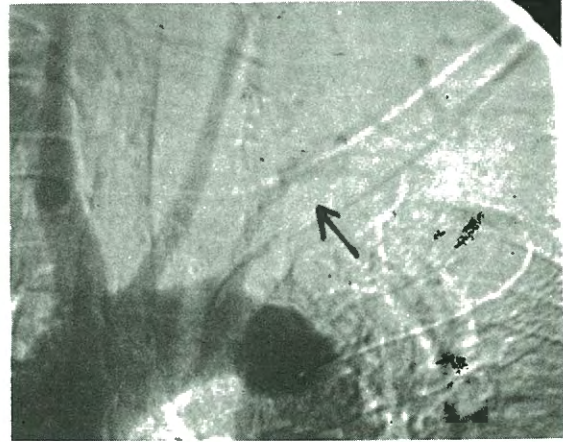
Sağ femoral arter yoluyla retrograd aortografide distal sütür hattında anevrizma görünümü.
